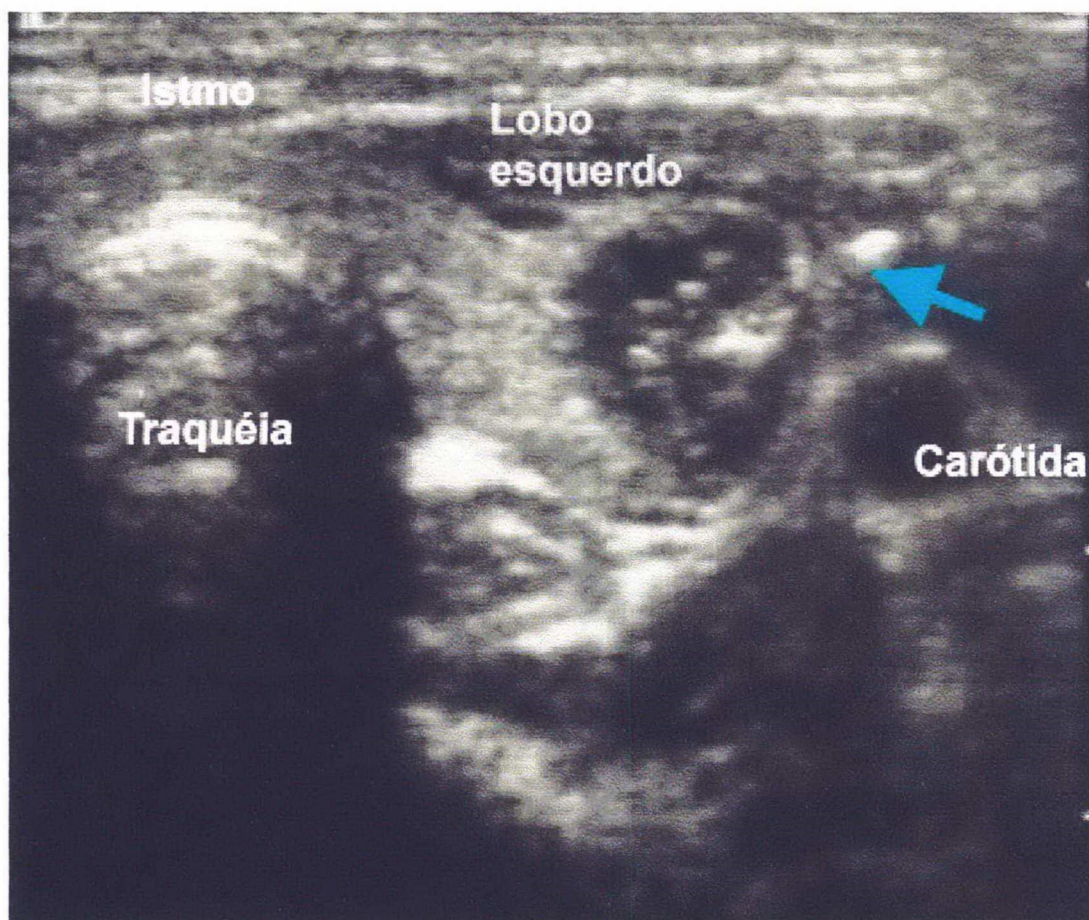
Imagem de ultrassonografia demonstrando a presença da agulha (🔵) de PBAAF no nódulo tireoideano a ser estudado.
